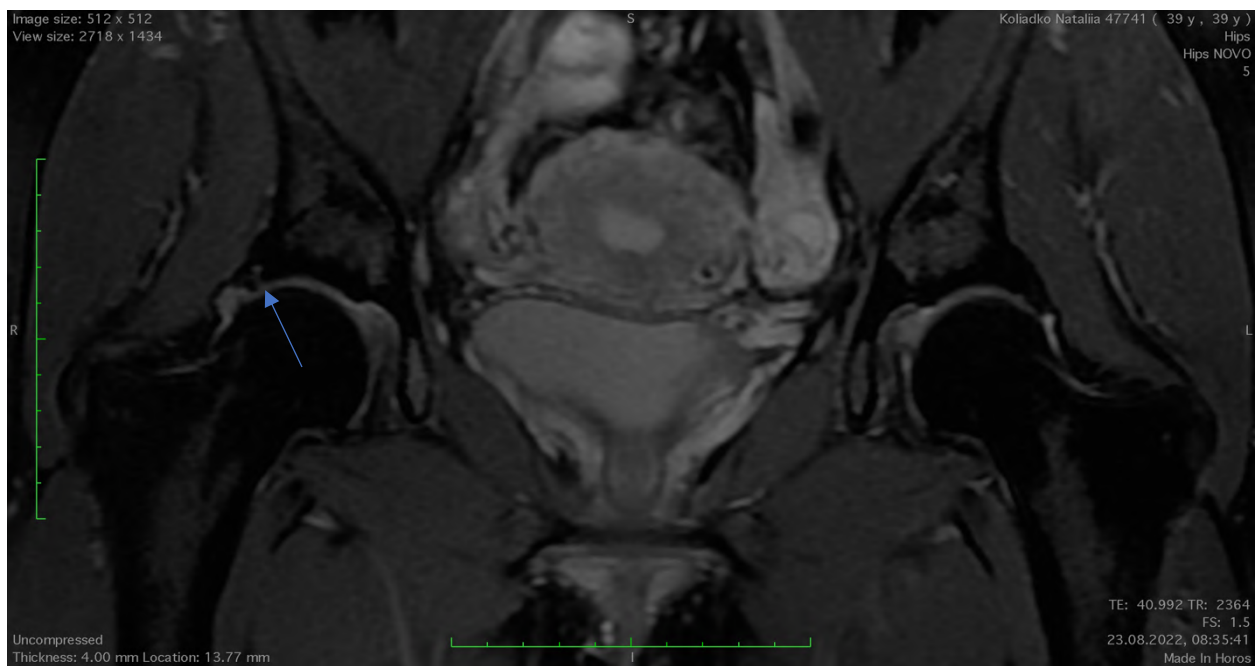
МРТ кульшових суглобів. Стрілкою вказане пошкодження ХЛК.
